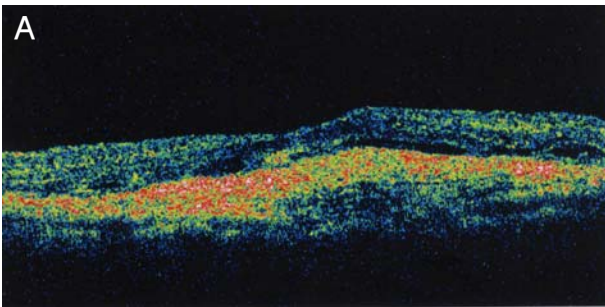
Optical coherence tomographs of thick high reflective external band before photodynamic therapy (A) and thinner high reflective external band after the second photodynamic therapy (B).
